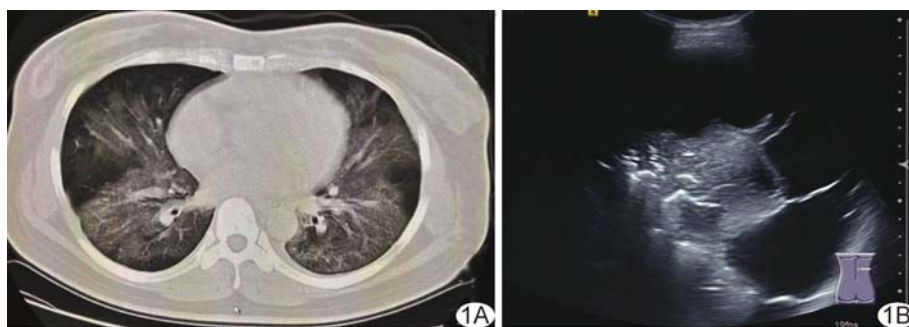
患者男, 56 岁, 重症期 COVID-2019 A. CT 示双肺弥漫性病变, 部分呈“白肺”表现; B. 超声声像图示单侧中量胸腔积液
